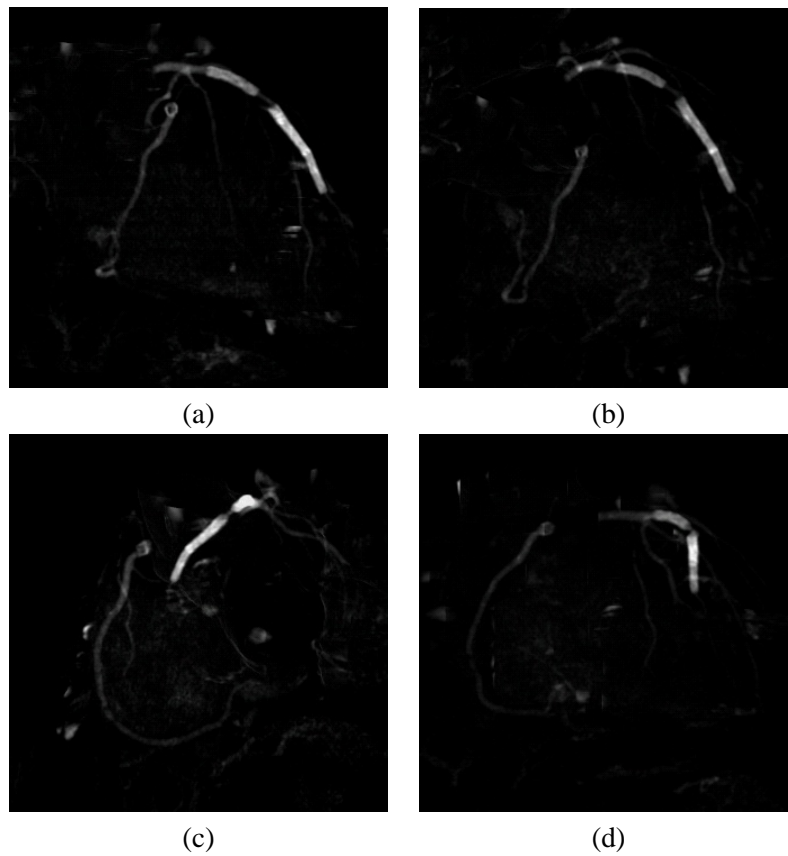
Generierte DRRs aus dem CT-Datensatz CT2.mhd. (a) RAO -55° /CRAN 0° . (b) LAO 45° /CRAN 30° (c) RAO 60° /CAUD 20° . (d) AP View (RAO/LAO 0°).
